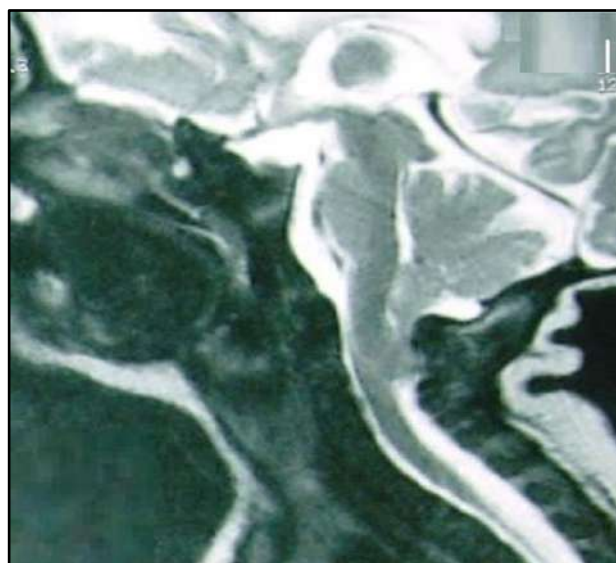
15 : IRM cérébrale montrant une malformation d'Arnold Chiari type 2
